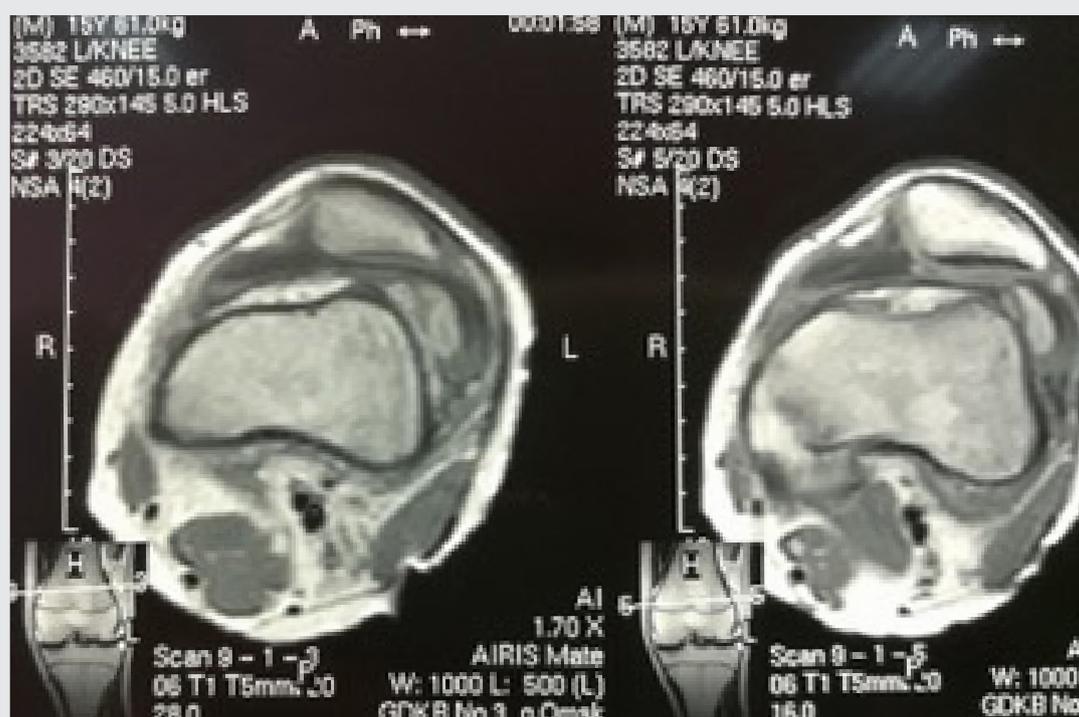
МРТ-признаки повреждения медиальной пателлофemorальной связки
